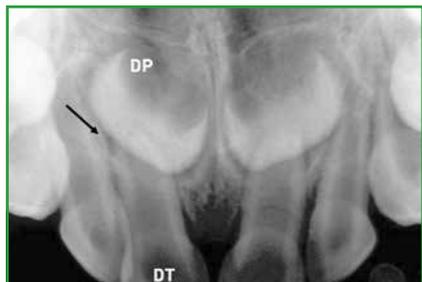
Radiographie rétro-alvéolaire des incisives maxillaires chez un enfant de 18 mois. DP : dent permanente en formation, 1/3 de la couronne est calcifiée – DT : dent temporaire. Grande proximité entre l'apex de la dent temporaire et le germe sous-jacent.
